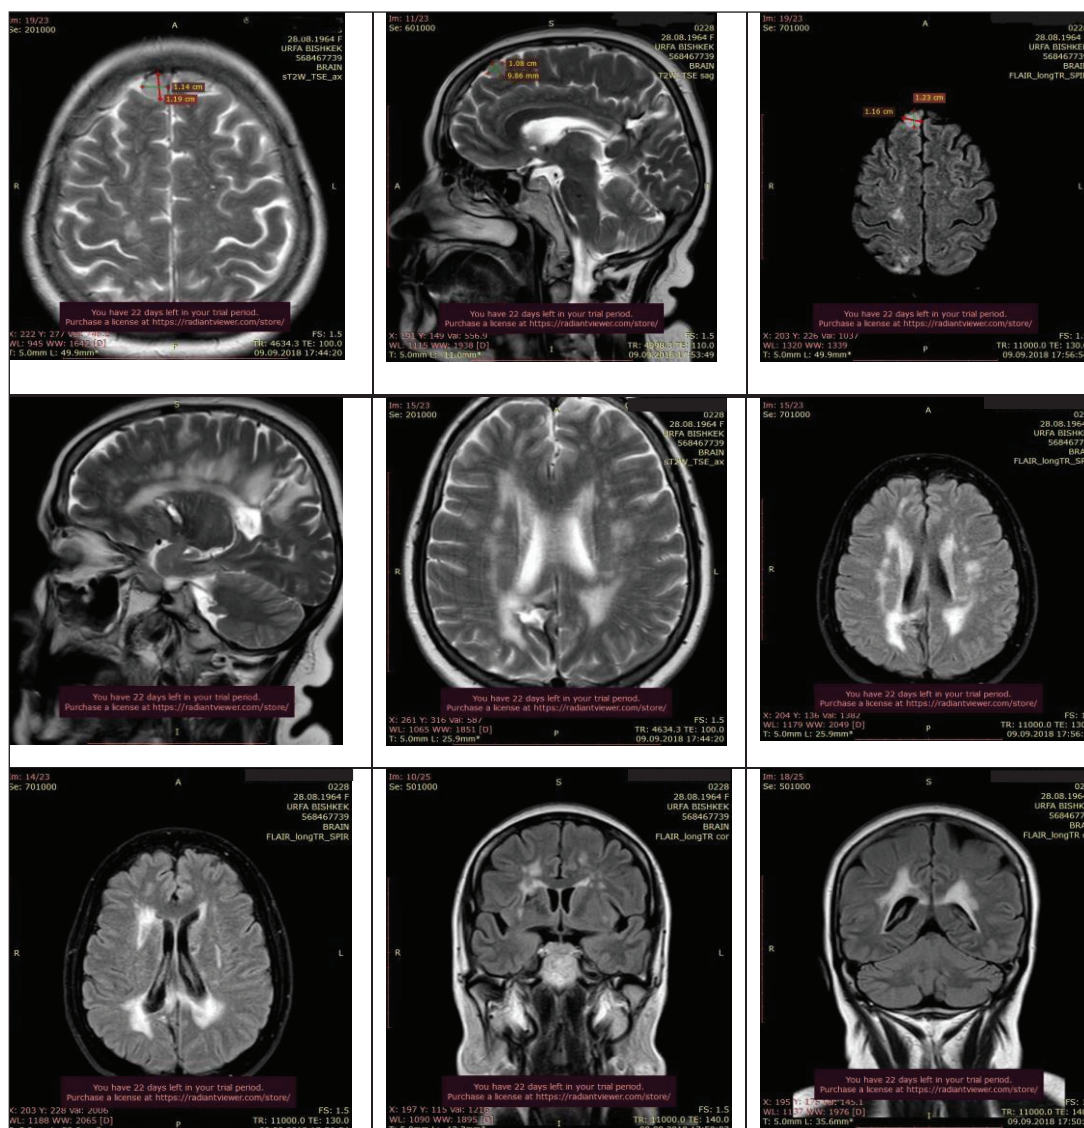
МРТ головного мозга: картина экстрааксиального опухолевидного парасагиттально расположенного опухолевидного образования в лобной области справа – наиболее вероятна менингиома участков в кистозно-глиозных в теменной доле справа, базальных ядрах с обеих сторон, лобной, височной доле слева и локации свода, валика мозолистого тела, множественных очагов глиоза в белом веществе лобных долей обоих полушарий головного мозга, скорее сосудистого генеза (проявления микроангиопатии)
